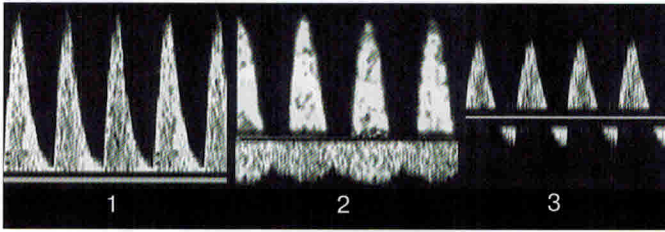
Характер кровотока в артерии пуповины плода-донора при фето-фетальном трансфузионном синдроме. 1 – повышение резистентности кровотока при умеренно выраженном фето-фетальном трансфузионном синдроме; 2 – нулевой диастолический кровоток; 3 – обратный диастолический кровоток при тяжелой форме фето-фетального трансфузионного синдрома.
